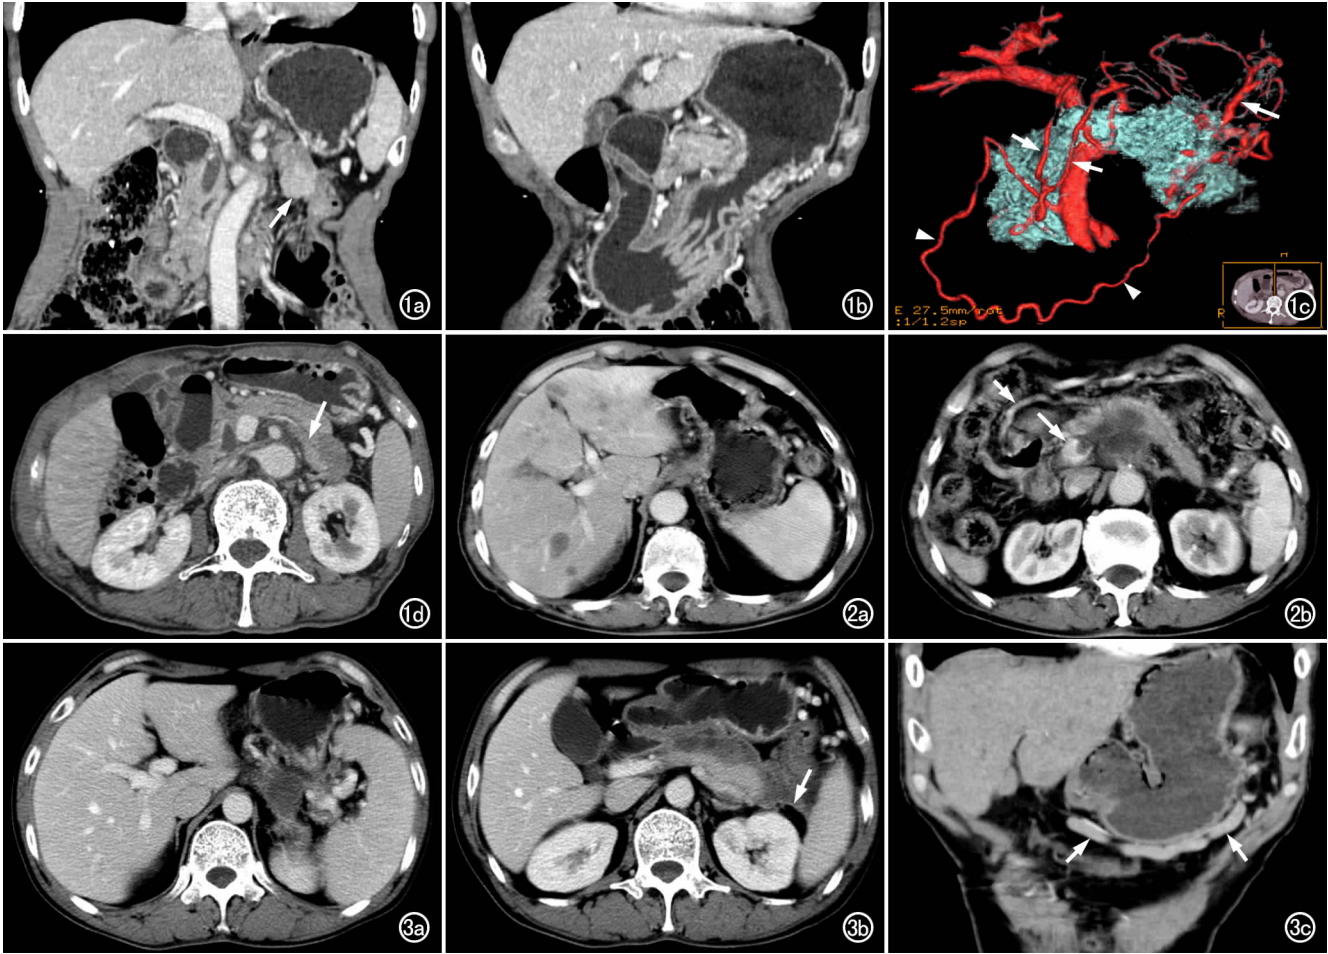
胰尾癌。a) 冠状面 MPR 图像示胰尾肿瘤侵犯邻近结肠(箭),胃底静脉曲张; b) 冠状面 MPR 图像示胃体大小弯侧可见多个点状、迂曲条状血管; c) VR 图像显示胃网膜左、右静脉(箭头)、胃短静脉(长箭)和胃左、右静脉(短箭)扩张; d) 横轴面 CT 增强扫描示脾静脉(箭)和左肾受侵,脾门血管迂曲,胃体后壁有多个点状血管。图 2 胰腺头颈部癌。a) 横轴面增强扫描示胃体大小弯侧多个点状、迂曲条状血管; b) 稍下层面示肿瘤侵犯腹腔干,门静脉癌栓形成(长箭),胃网膜右静脉扩张(短箭)。图 3 急性胰腺炎。a) 横轴面增强扫描示脾静脉及胃大弯侧静脉迂曲、扩张; b) 稍下层面示左侧肾前筋膜增厚(箭),胃体大弯侧多个点状血管影; c) 冠状面 MPR 图像示胃网膜左、右静脉曲张(箭)。
